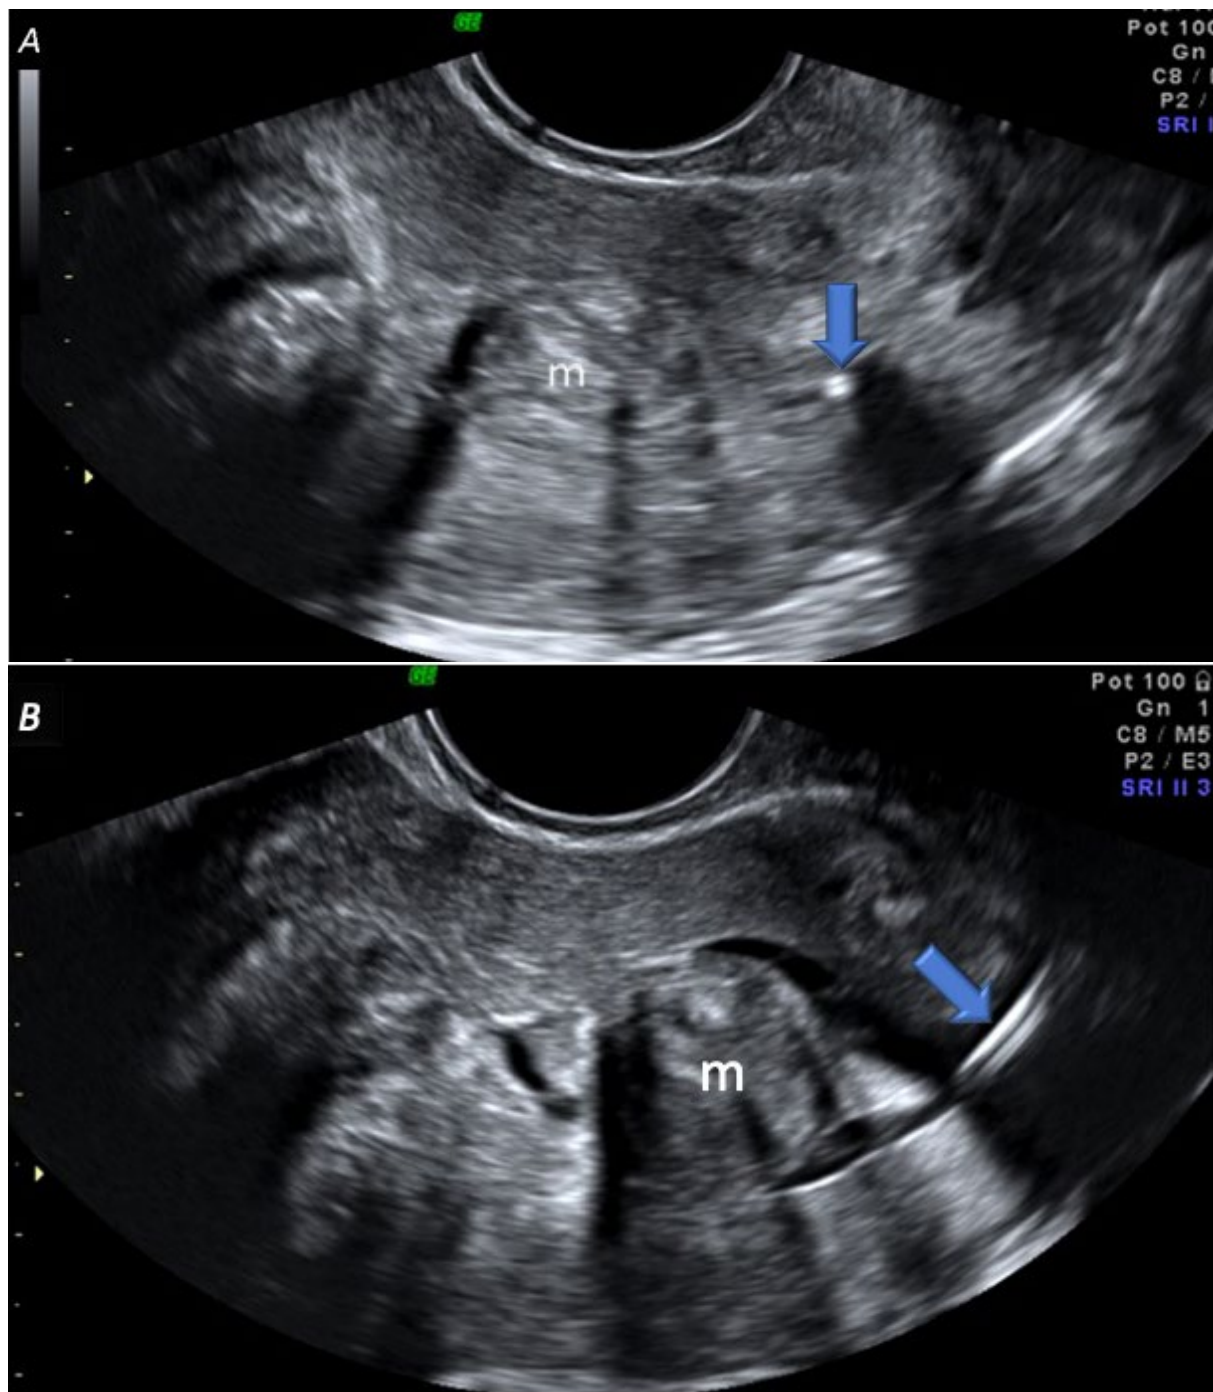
A: Corte sagital uterino con imagen compatible con mioma (m) intracavitario. La flecha señala la punta del catéter, antes de introducir el suero. B: Imagen obtenida tras la introducción del suero que muestra cómo el mioma es completamente intracavitario (tipo 0 de la clasificación FIGO). La histerosonografía puede resultar de ayuda a la hora de definir bien la relación del mioma con la cavidad endometrial.
